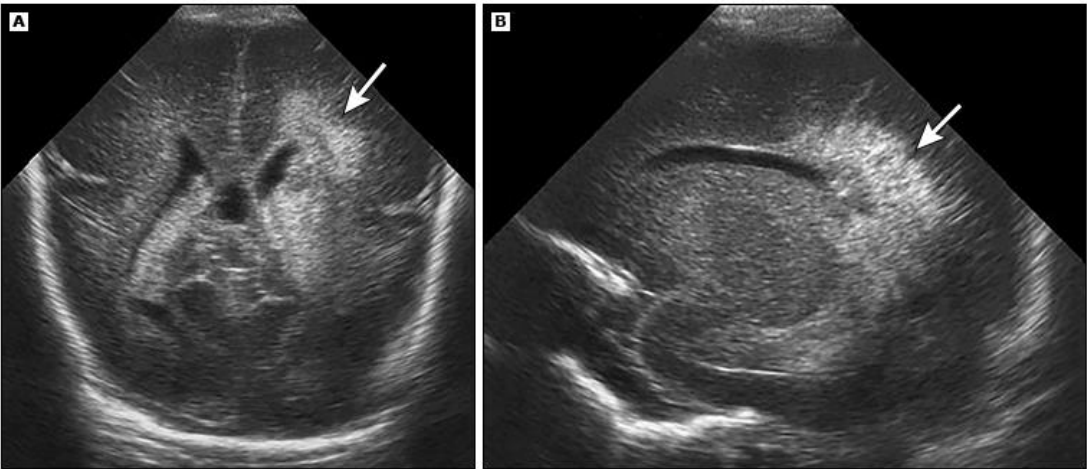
1 Evre I İVH'nin USG görüntüsü (A-koronal kesit, B-parasagittal kesit) (92)
